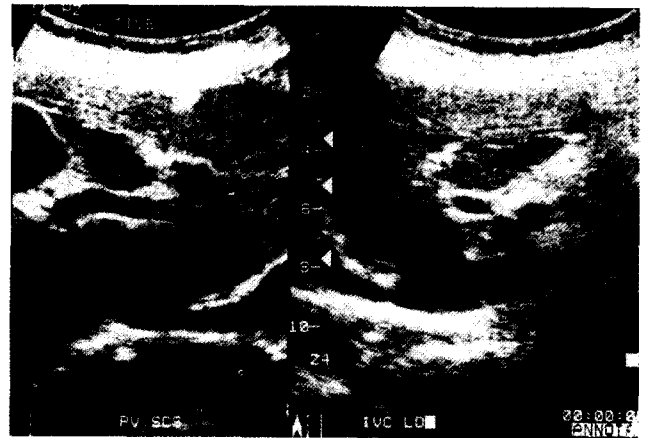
이 환자의 수술 후 외래 통한 추적 관찰 중 시행한 복부 초음파 소견. 하공 정맥의 개통이 잘 유지되고있다.
